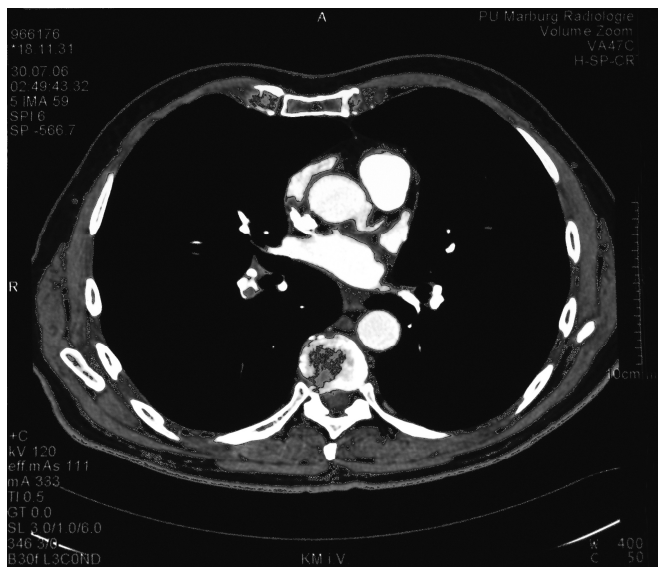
CT Thorax: Nachweis einer Lungenembolie (Patientin Nr. 43).
